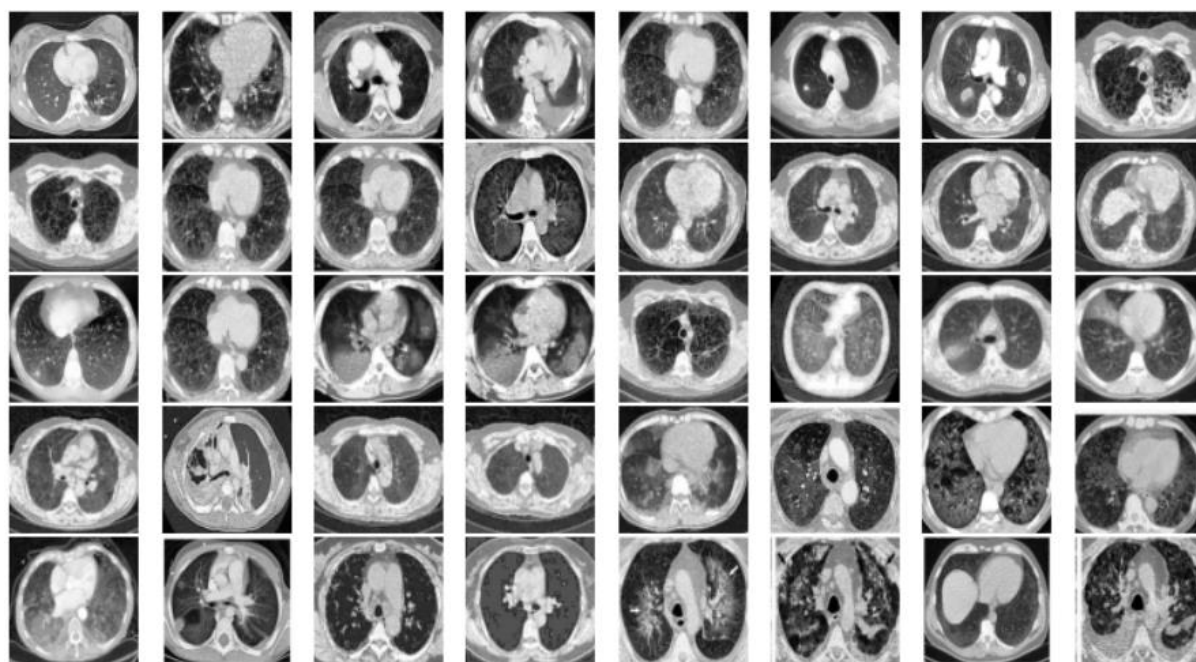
前處理後的COVID-CT的影像(Negative COVID-19 CT Scan)
